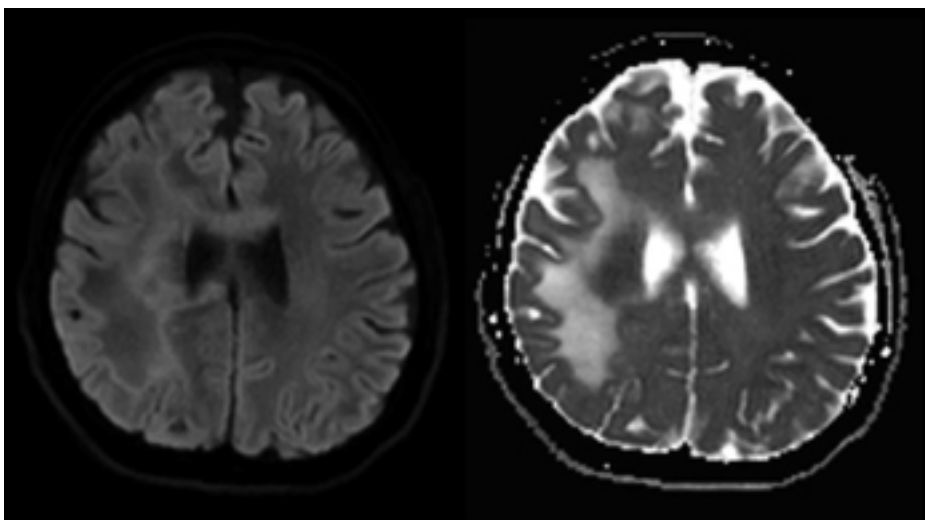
Imagen de un paciente de nuestra serie, en DWI con lesión hipointensa con hiperintensidad periférica. En ADC hiperintenso con hipointensidad periférica.
